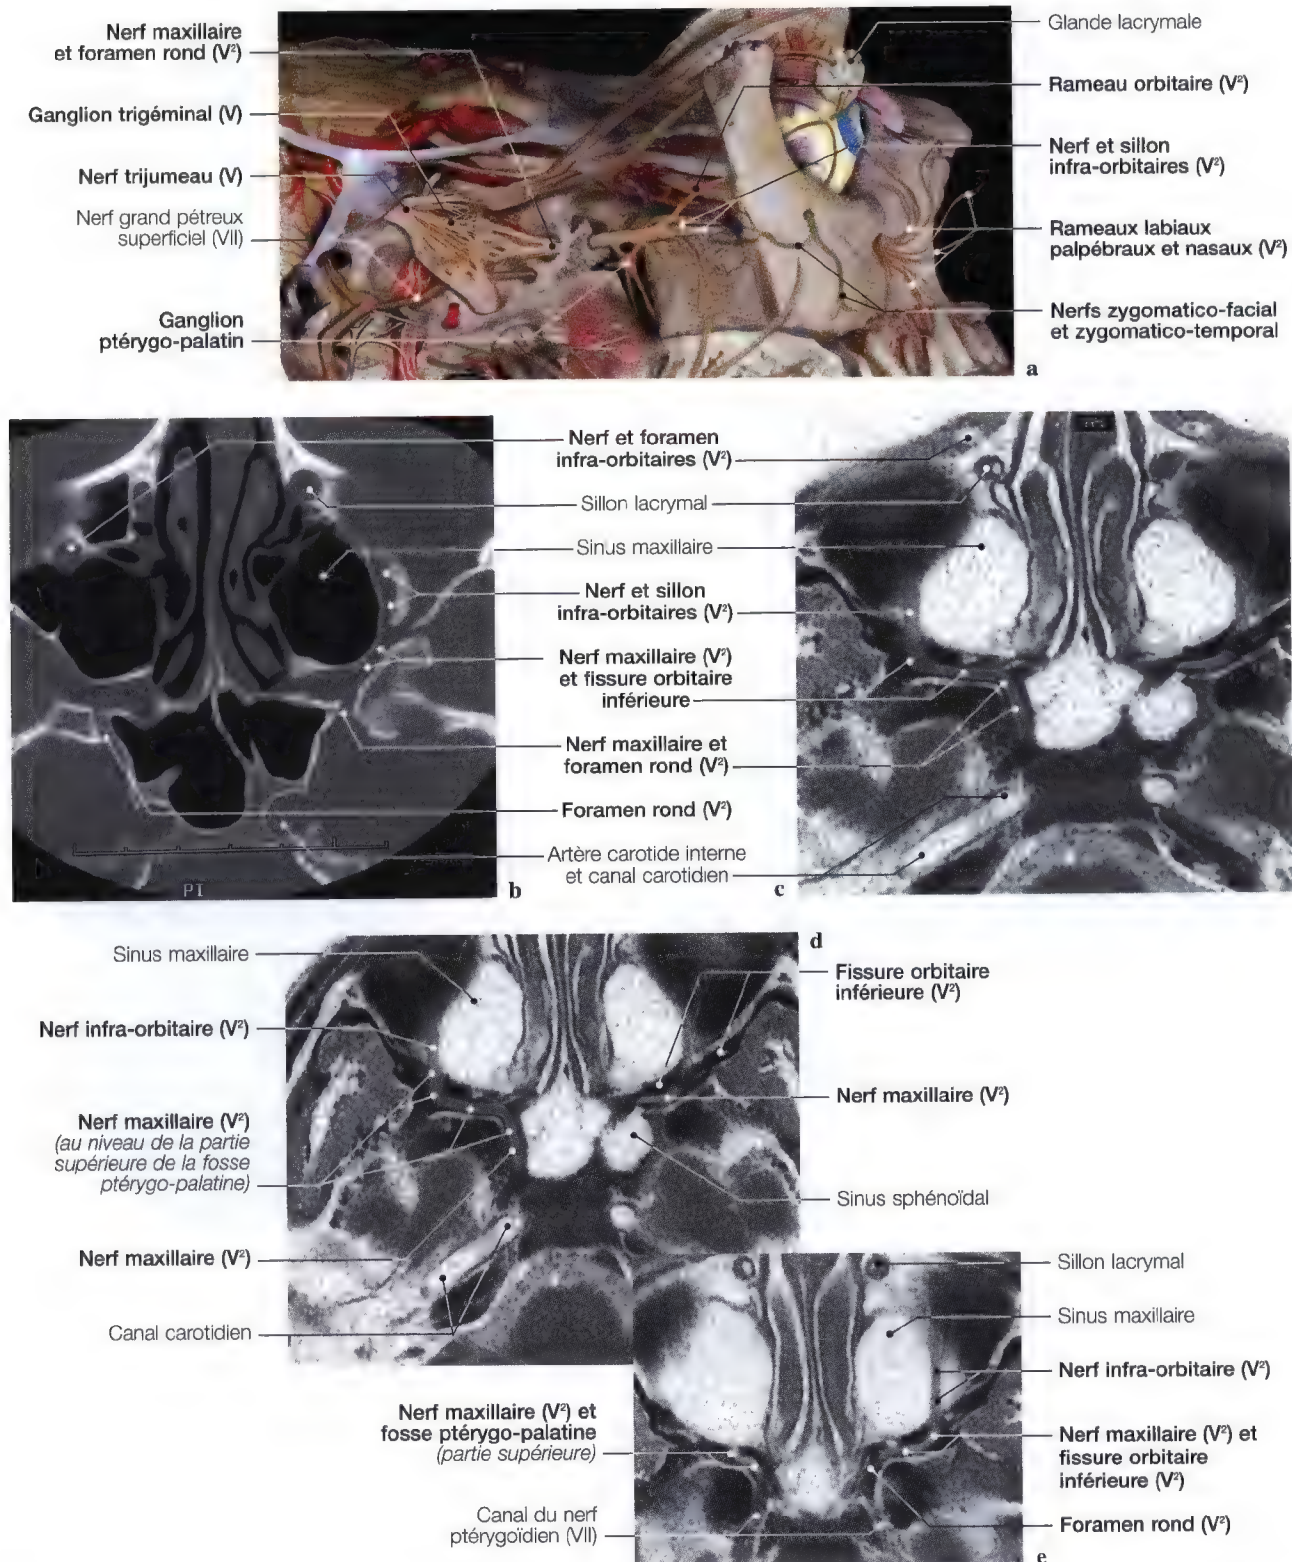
a – e. Vue anatomique (a) montrant le nerf trijumeau et le trajet du nerf maxillaire (V²); tomodensitométrie (TDM) (b) en vue axiale du sillon infra-orbitaire (V²) et de la fissure orbitaire inférieure (V²); IRM (c – e) en vues axiales au niveau du carrefour du nerf maxillaire en forme de baïonnette
